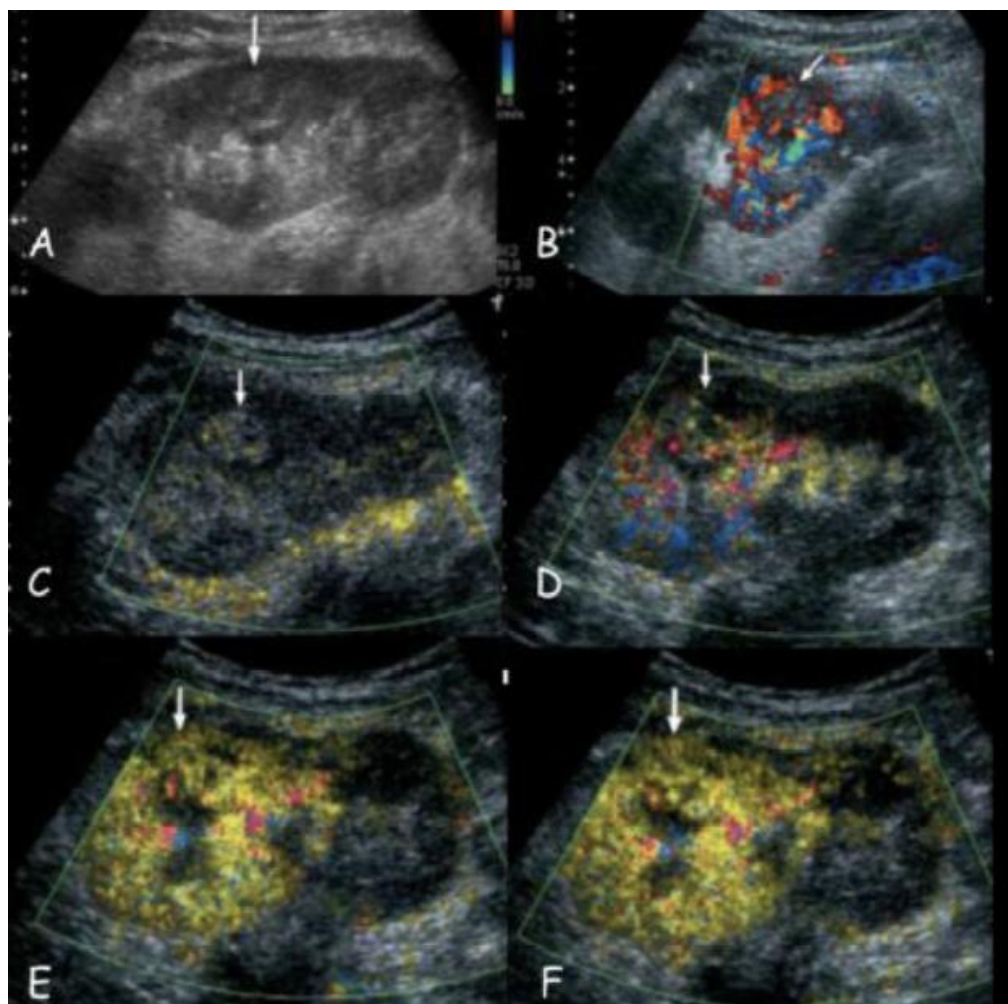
Aspect échographique d'un adénocarcinome A : Petite masse discrètement échogène du tiers moyen du rein. B : En Doppler couleur, la masse apparaît comme un petit defect de perfusion. CD :Mode reconnaissance vasculaire avant injection. EF : Après injection
